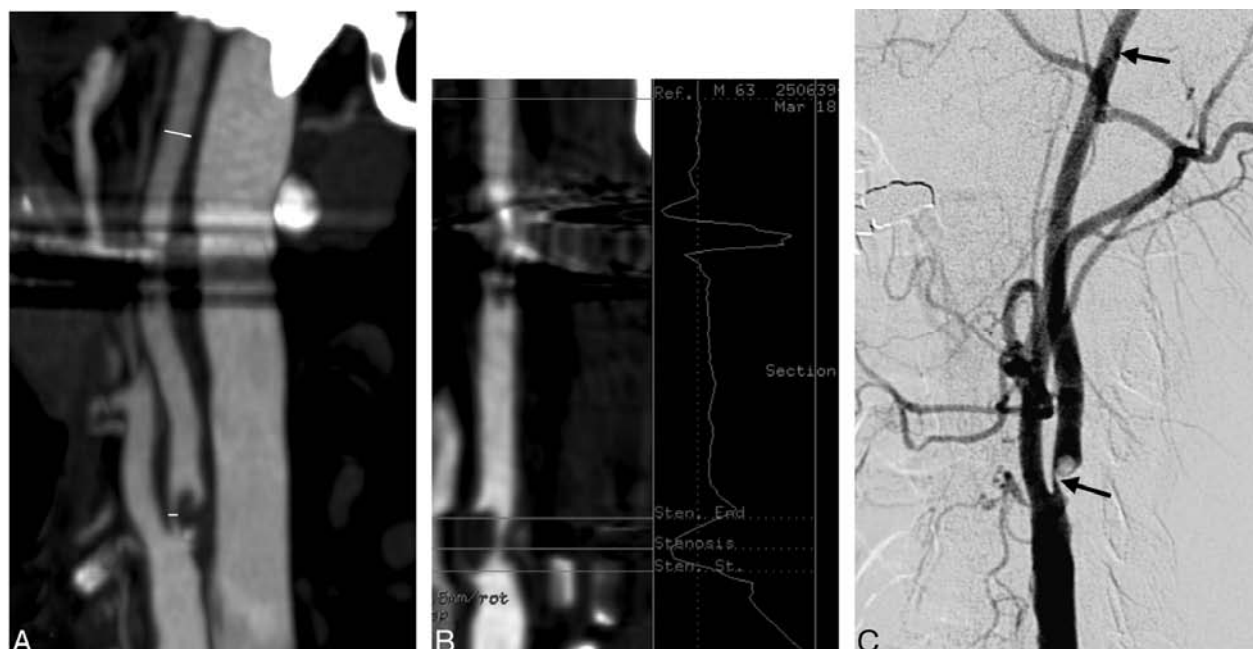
A - Evaluarea nivelului de stenoză prin CTA. Se văd artefactele determinate de implanturile dentare. B - Metodă automată de stabilire a gradului de stenoză. Se văd artefactele determinate de implanturile dentare. C - DSA imagine (angiografia cu substracție digitală).
